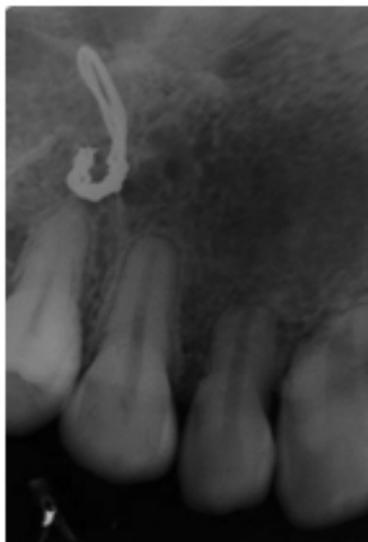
Fotografias de um tratamento de má oclusão de Classe II divisão 1 com exodontias de primeiros pré-molares superiores: antes do tratamento (A) e depois do tratamento (B). Radiografias ilustrando reabsorção radicular severa após o tratamento (C, D, E).
